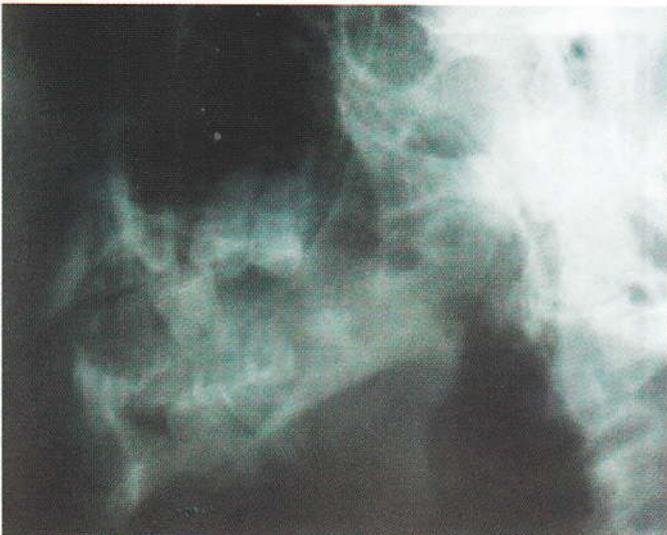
Radiografía Transcraneal de A.T.M
